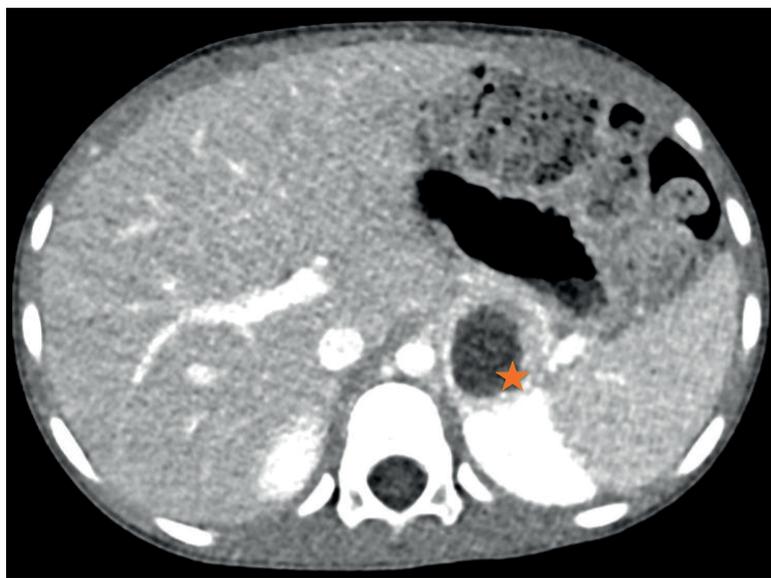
Angio TC abdominal.
